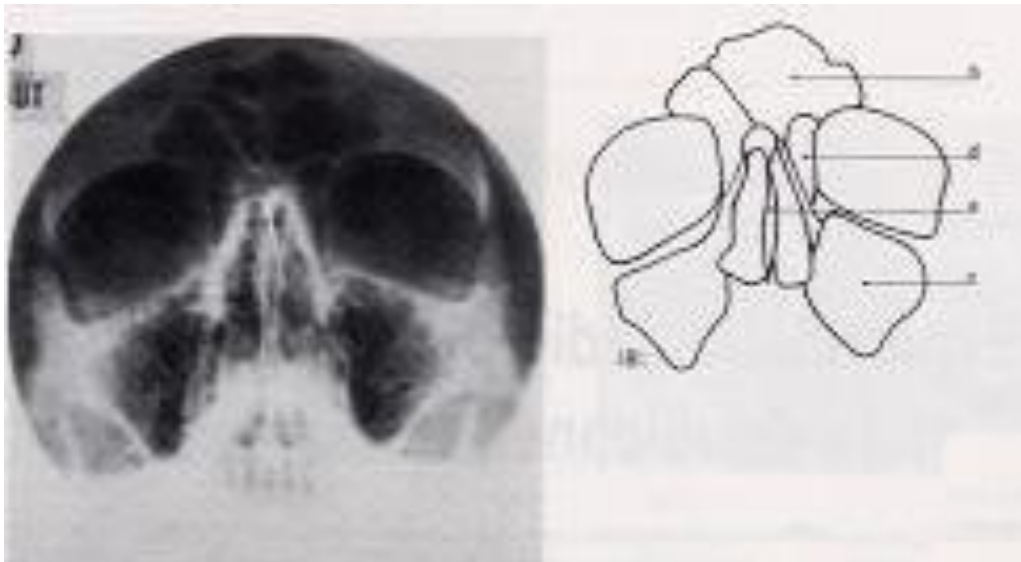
Radiographie standard en incidence de blondeau [5]
